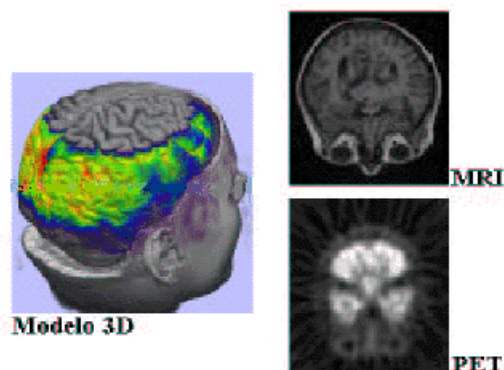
Exemplo da técnica de visualização de dados multimodais, onde um volume de dados obtido via MRI foi reconstruído e combinado a dados do mesmo volume obtido via PET [MAN 2002].
